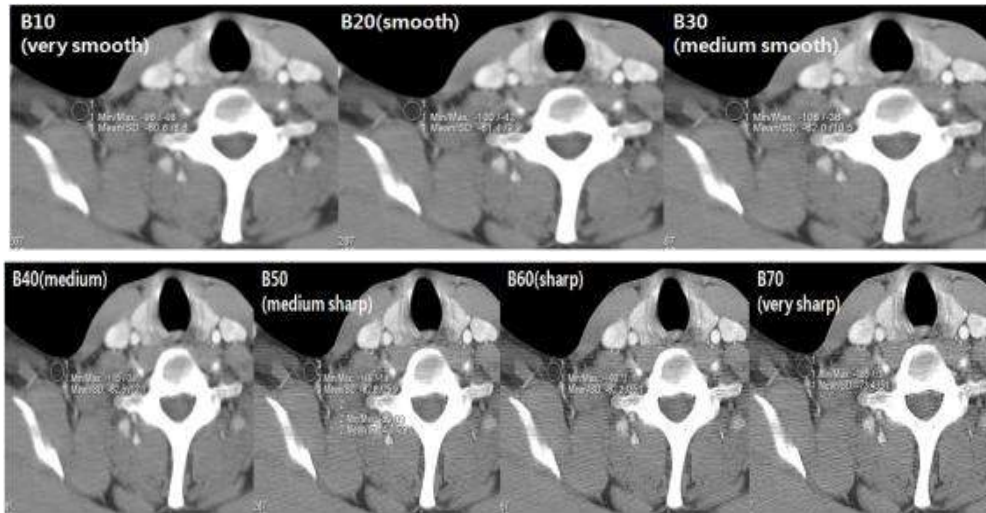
Kernel 값 변화에 따른 CT영상의 노이즈 값 측정
